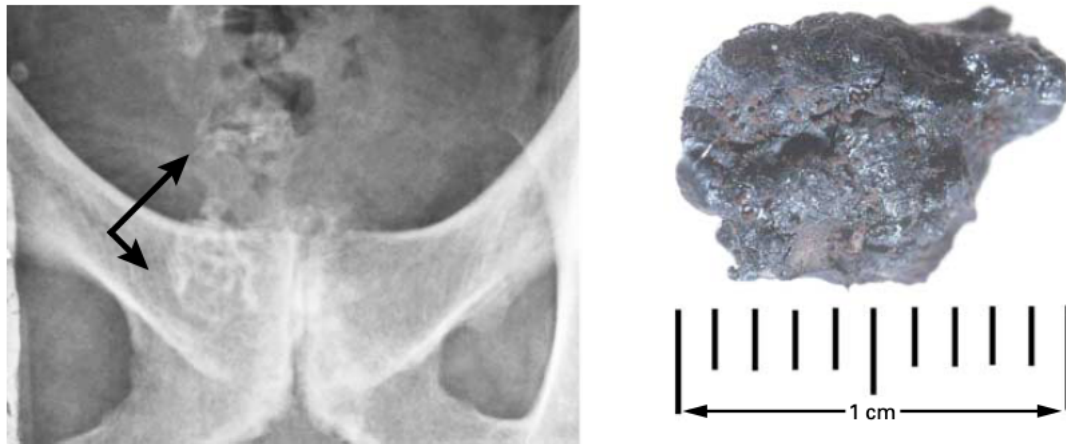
Cálculo prostático negro, obtenido de un paciente de 47 años afecto de alcaptonuria. Figura 8. Radiografía simple anteroposterior de pelvis en la que se observan colecciones de cálculos prostáticos (flechas). Imágenes obtenidas de la referencia (7).
